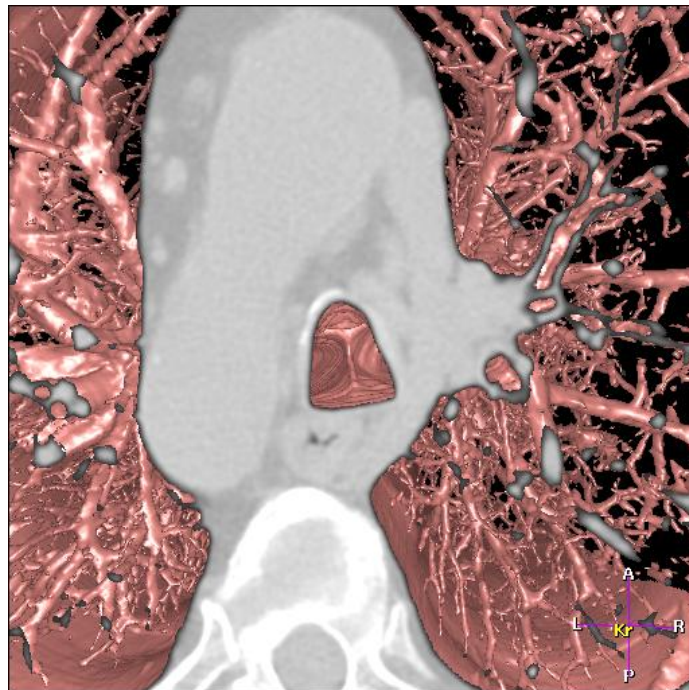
CT/VB-Hybrid-Darstellung der Trachea mit Blick auf die Carina
